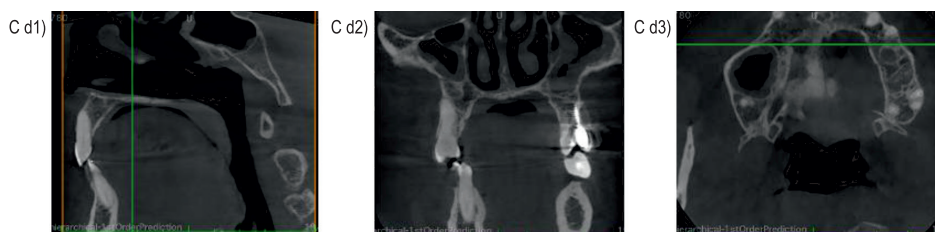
Obraz CBCT układu stomatognatycznego w płaszczyźnie czołowej:
